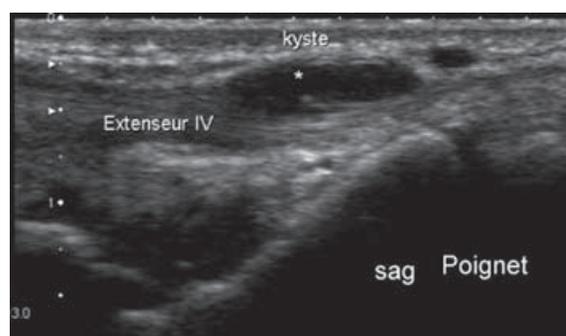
Kyste intra-tendineux développé au sein d’un des tendons extenseurs : échographie en coupe sagittale dorsale montrant bien le caractère intra-tendineux de ce kyste (*).
